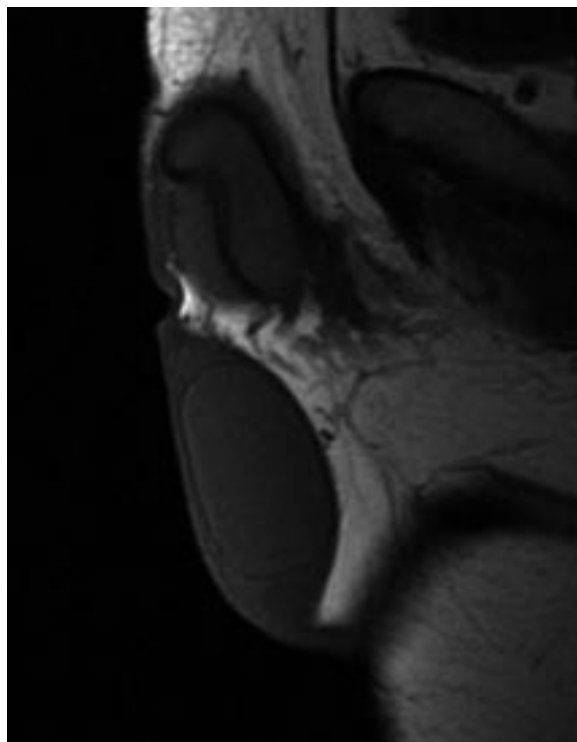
Imagen de RMN en secuencia T1 donde se observa masa epididimaria izquierda.
